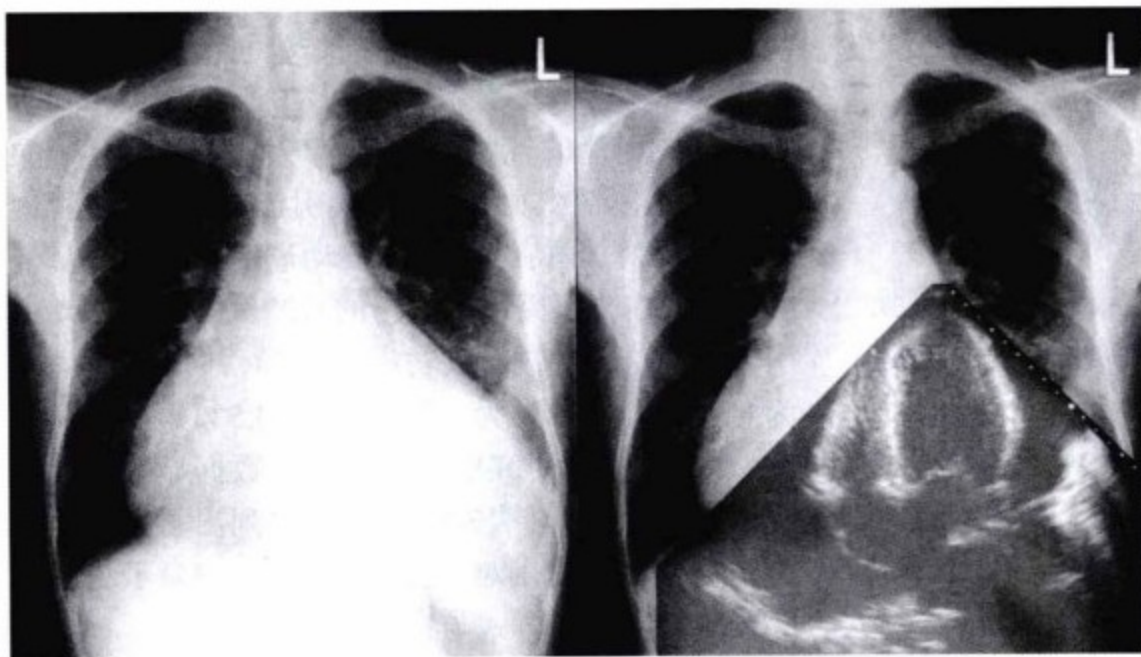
左图,因透析而出现心包压塞患者的后前位胸部平片。右图,该名患者的超声心动图与胸片的叠加图。尽管这两种检查方法不能直接对比,但在存在大量积液这点上可达成共识,在心脏两侧都存在着大量的积液。在由大量积液而导致压塞的病例,左房中部后方常常是唯一没有积液的区域。
